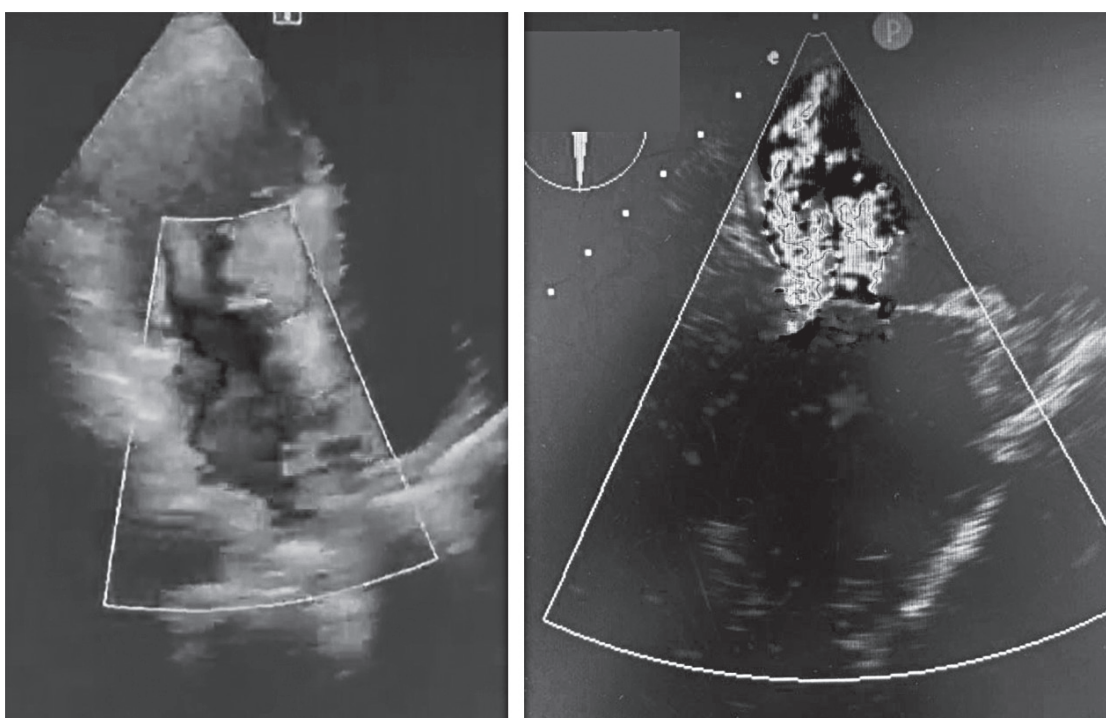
Ecocardiografie transtoracică bidimensională cu Doppler color, incidență parasternală longitudinală. Se observă regurgitarea mitrală grad III-IV cu jet antero-medial
